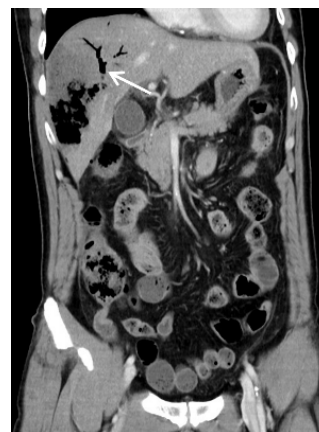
患者冠状位增强 CT 提示肝内胆管积气 (箭头所指处) 所指处)。
